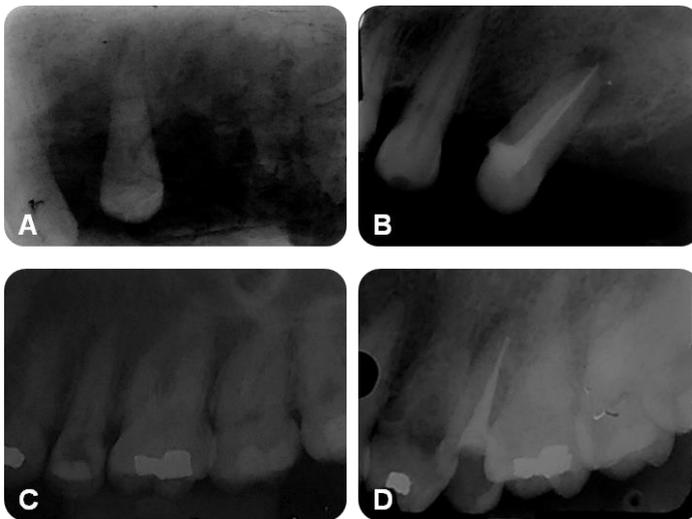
Caso clínico 1 e 2. A) Radiografia diagnóstica do dente 25 - caso clínico 1. B) Radiografia final do dente 25 - caso clínico 1. C) Radiografia diagnóstica do dente 25 - caso clínico 2. D) Radiografia final do dente 25 - caso clínico 2.
